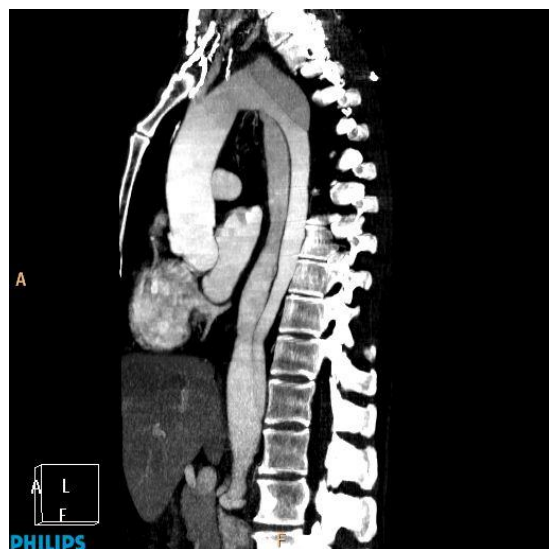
МСКТ грудного и брюшного отделов аорты. Артериальная фаза контрастного исследования, реконструкция по ходу просвета
